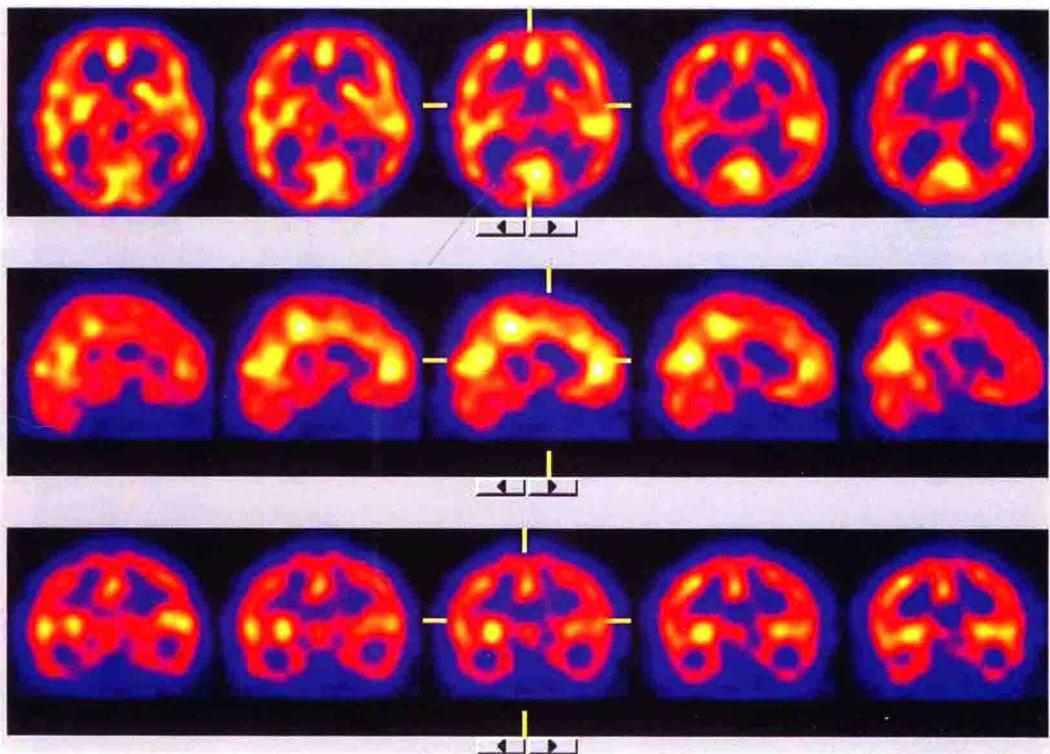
正常脑血流灌注 ^{99}mTc -ECD SPECT 影像
